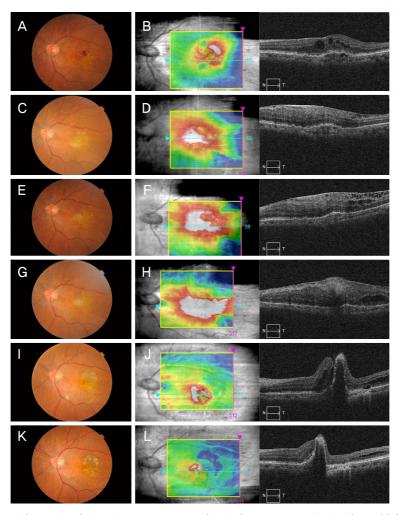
Fundus photographies and optical coherence tomographies during treatment. At the time of initial examination, a large number of soft drusens and retinal hemorrhages were observed in the fundus photography (A). Optical coherence tomography (OCT) revealed intraretinal cysts, pigmented epithelium detachment (PED), and epiretinal membrane (ERM), resulting in a central macular thickness (CMT) of 405  $\mu$ m (B). 1 month after the first injection, the transparency of the ERM decreased in the fundus photography (C). In the OCT, the intraretinal cysts disappeared and height of PED decreased. But the reflectivity and thickness of the ERM increased, resulting in a CMT of 457  $\mu$ m (D). 1 month after the second injection, the ERM became more opaque in the fundus photography (E), and CMT increased to 506  $\mu$ m (F). 1 month after the third injection, the ERM remained thick in the fundus photography and OCT (G, H). Pars plana vitrectomy for ERM was done. The membrane was removed well though retinal pigment epithelial tear was observed at postoperative 10 days (I, J). 1 month after the fourth injection, fovea remained stable with scarring (K, L).
